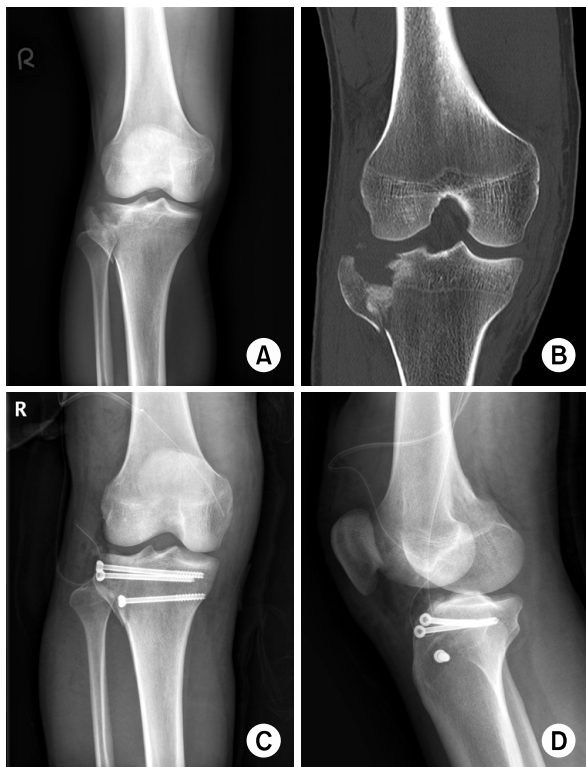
Preoperative radiologic findings. Antero-posterior (AP) view (A) and computed tomography images (B) of the right knee of a 28-year-old male patient shows a depressed lateral tibial plateau fracture (Schatzker type II). Both AP and lateral view (C, D) of the right knee shows a complete fracture reduction and internal fixation using a cannulated screw without bone graft.
